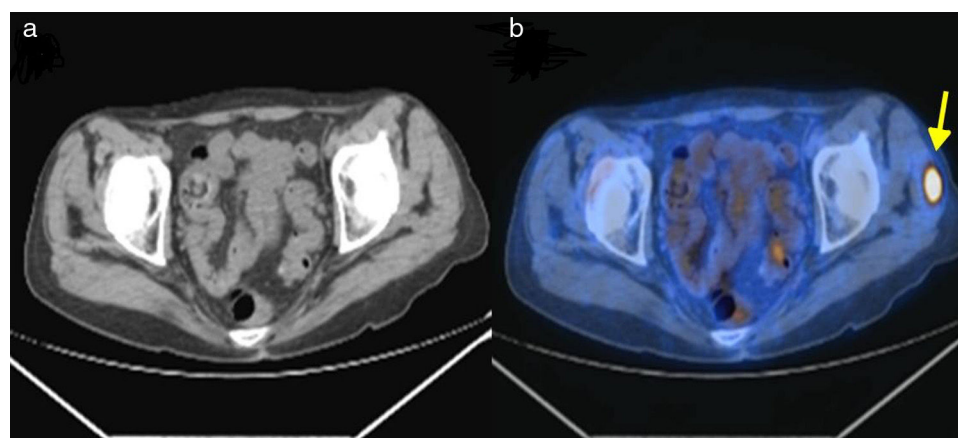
Paciente n.º 13: mujer de 65 años con antecedente de cáncer de riñón muestra (a) corte axial de TC e (b) imagen de fusión PET/TC. (b) Con FDG-PET/TC se observa un foco hipercaptante en la región glútea izquierda (flecha), compatible con metástasis muscular única, asintomática. (a) No era evidente en la TC convencional.
